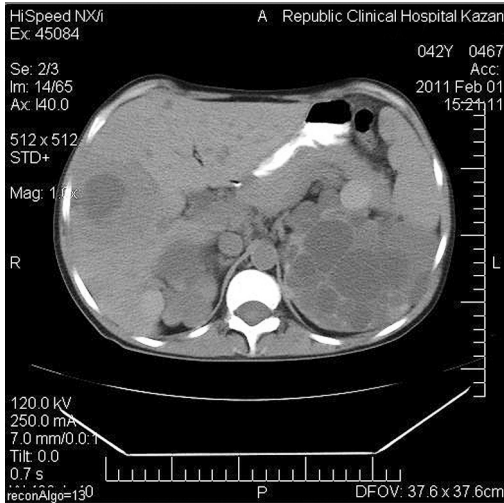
Компьютерная томограмма больного с абсцессом правой доли печени и поликистозом почек.
